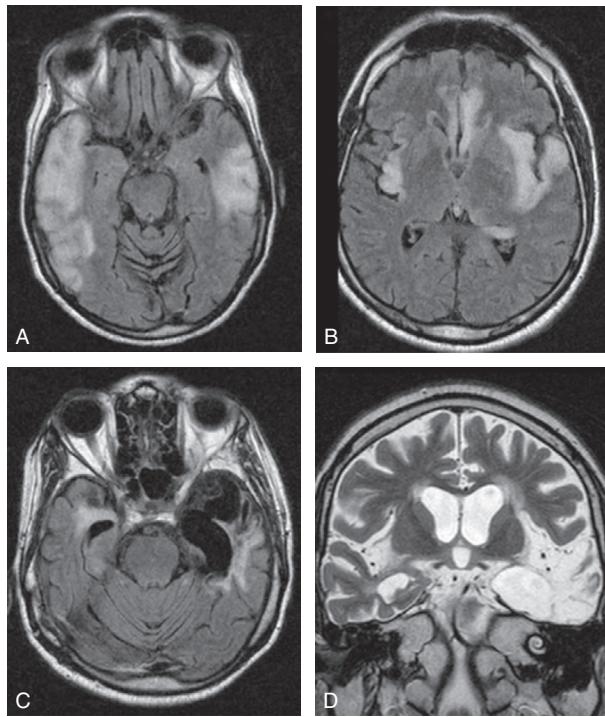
B Encéphalite herpétique (IRM).
